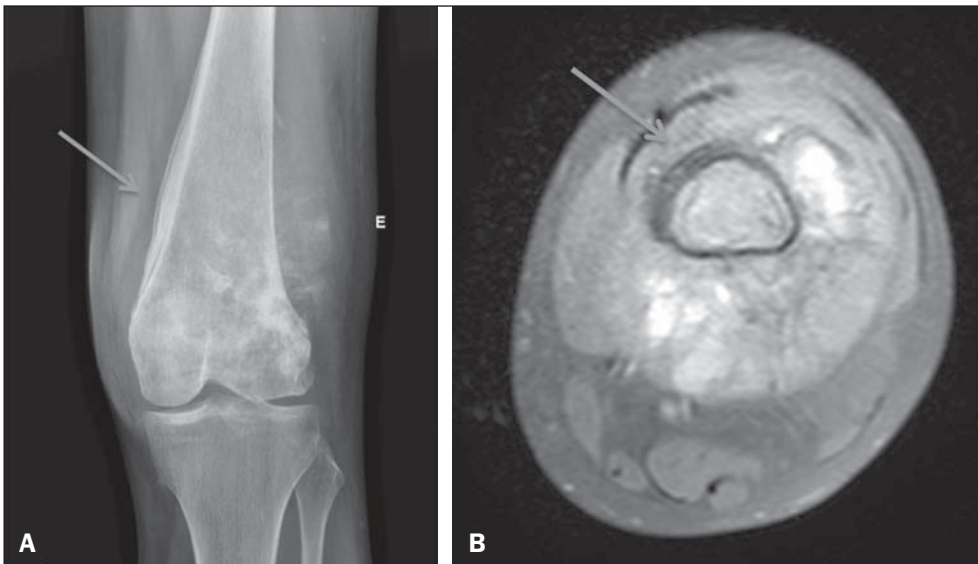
Osteossarcoma do fêmur com extensão para partes moles. Subtipo de reação periosteal com padrão multilamelar identificado na radiografia convencional (seta em A). A reação multilamelar não foi identificada por dois dos observadores, mas é possível observá-la, retrospectivamente, também no estudo por ressonância magnética (seta em B).
